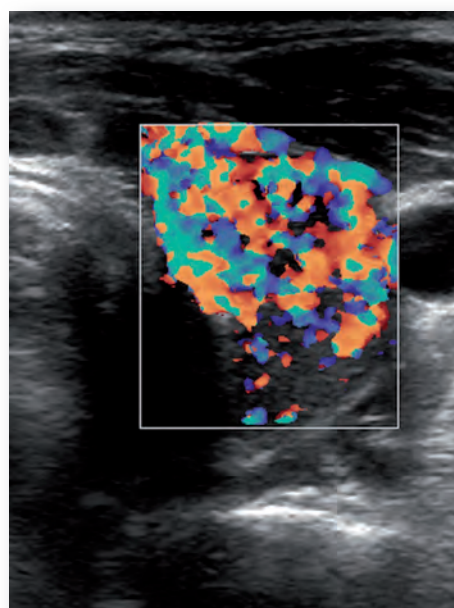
Die Farbduplex-Sonographie des linken Schilddrüsenlappens zeigt eine gesteigerte Perfusion. (Bild: SanVersZ Appen)
